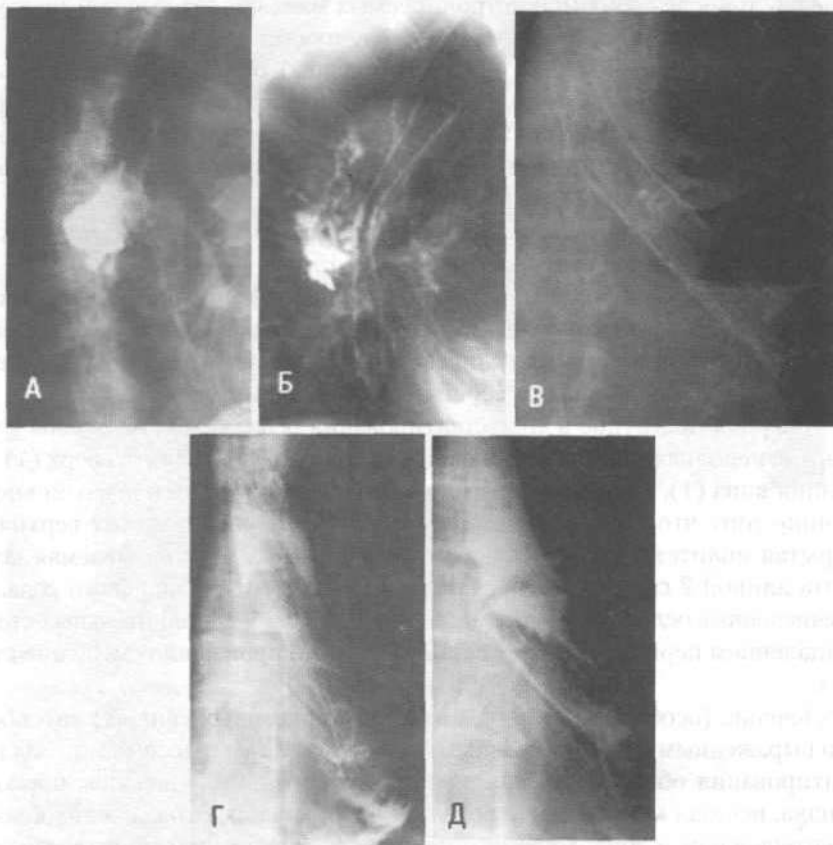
Стентирование при пищеводных свищах и при несостоятельности анастомозов после операций (рентгенограммы): А и Б — рак среднего отдела пищевода, пищеводно-медиастинальный свищ (до и после установки стента); В — стент, установленный по поводу несостоятельности пищеводно-кишечного анастомоза; Г и Д — стент (установленный по поводу несостоятельности пищеводно-кишечного анастомоза) в пищеводе сложился пополам.
